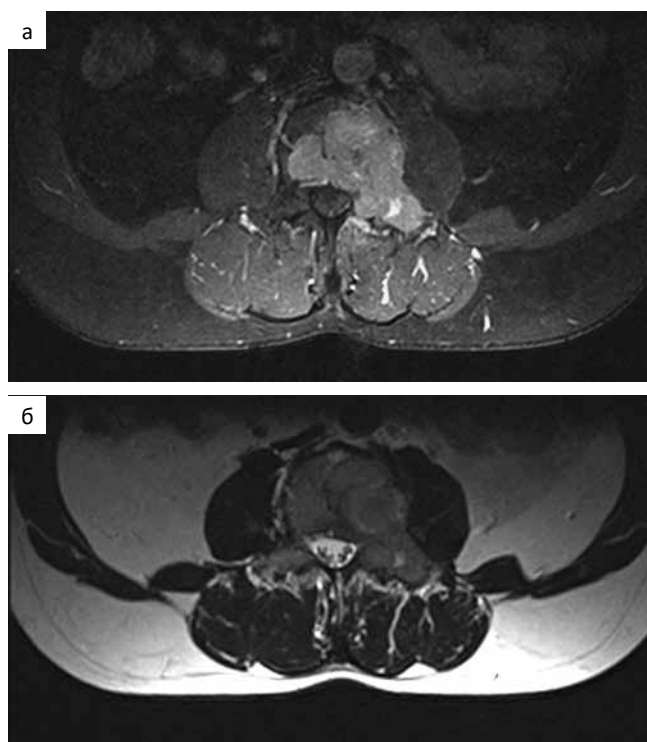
МРТ (а — Flair, б — T₂ВИ) и РКТ (в) L3 позвонка больного X.
